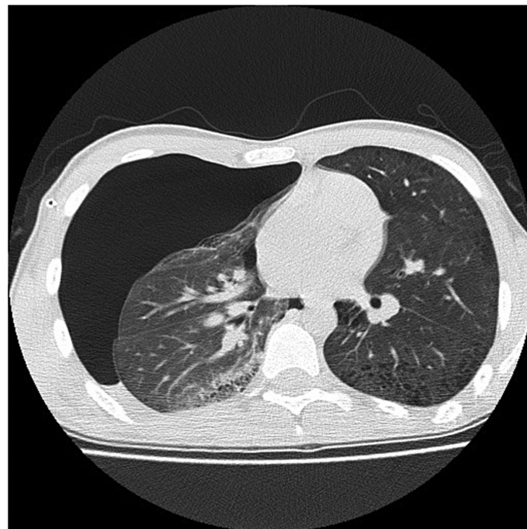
Visualización de un estudio CT con Engrosamiento Pleural.
